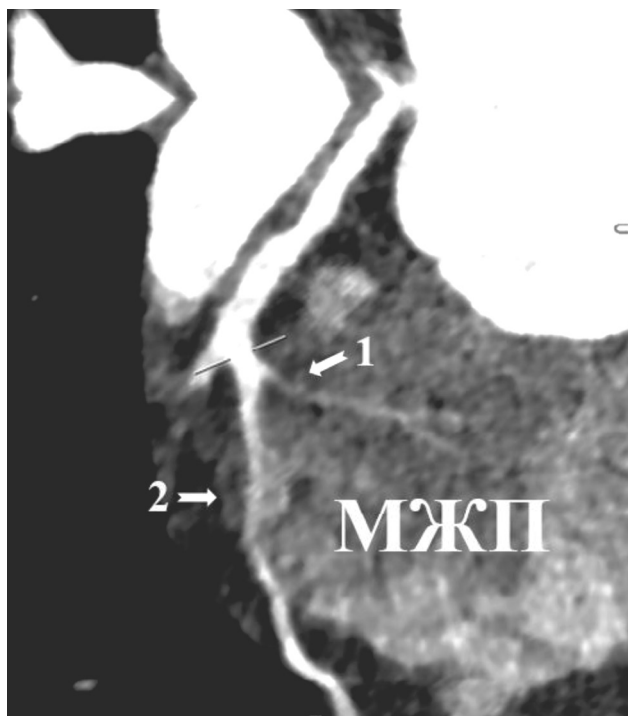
Отхождение первой перегородочной ветви от ПМЖВ до начала ММ: 1 – первая перегородочная ветвь, 2 – ММ над ПМЖВ, МЖП – межжелудочковая перегородка. Изображение получено методом КТ у взрослого человека
